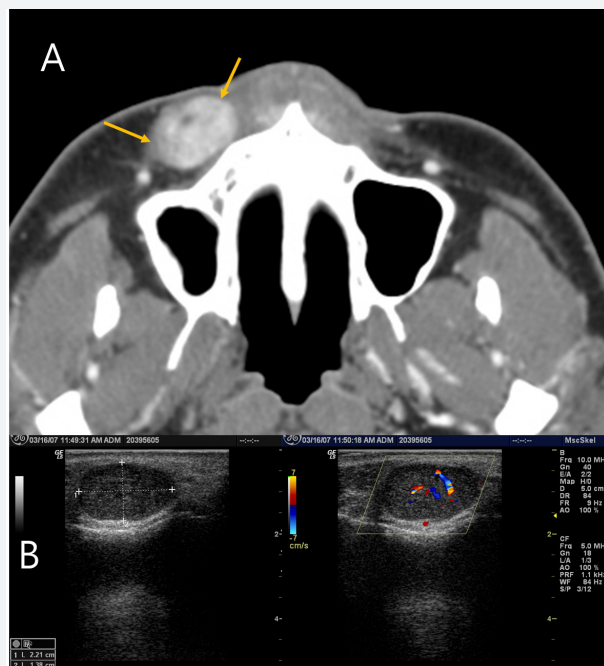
A : CT영상에서 우측 상악전방부 골외측면에 조영증강이 강한 연조직 종괴(화살표)가 관찰된다. B : 초음파영상 B-mode에서 경계가 명료하고 내부 불균질한 저반향을 보이고 허방 경계부에 음향증강과 피질골 외면의 고반향성 선이 관찰된다. 도플러영상에서 내부에 분포된 혈행성 소견이 관찰된다.
